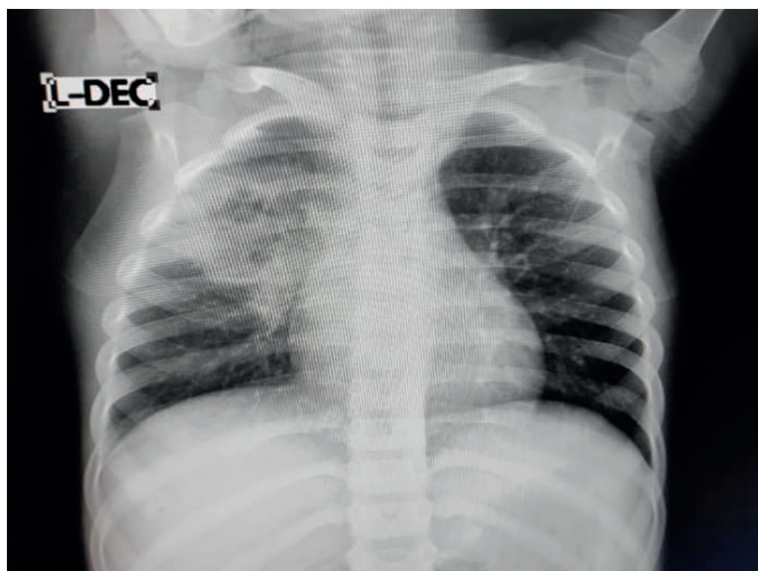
Radiografía de tórax evolutiva
